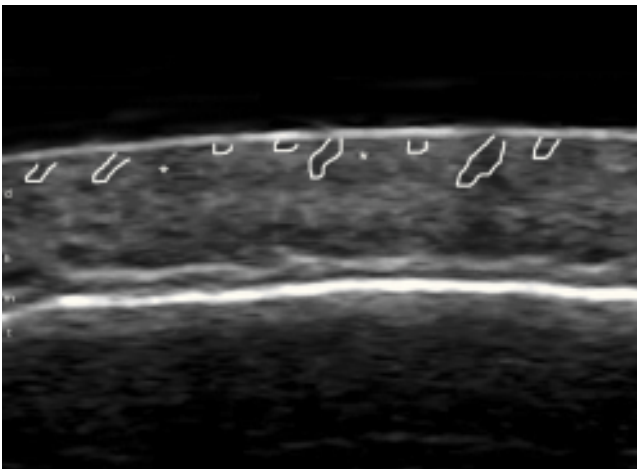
Alopecia androgenética. Ecografía (escala de grises) que demuestra escasa presencia de folículos pilosos en dermis, que además presentan una ubicación superficial.
